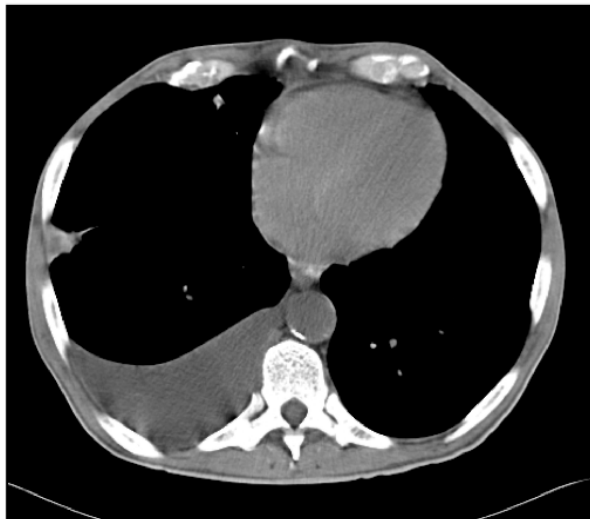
Комп'ютерна томографія в м'якотканинному вікні. Правобічний ексудативний плеврит
